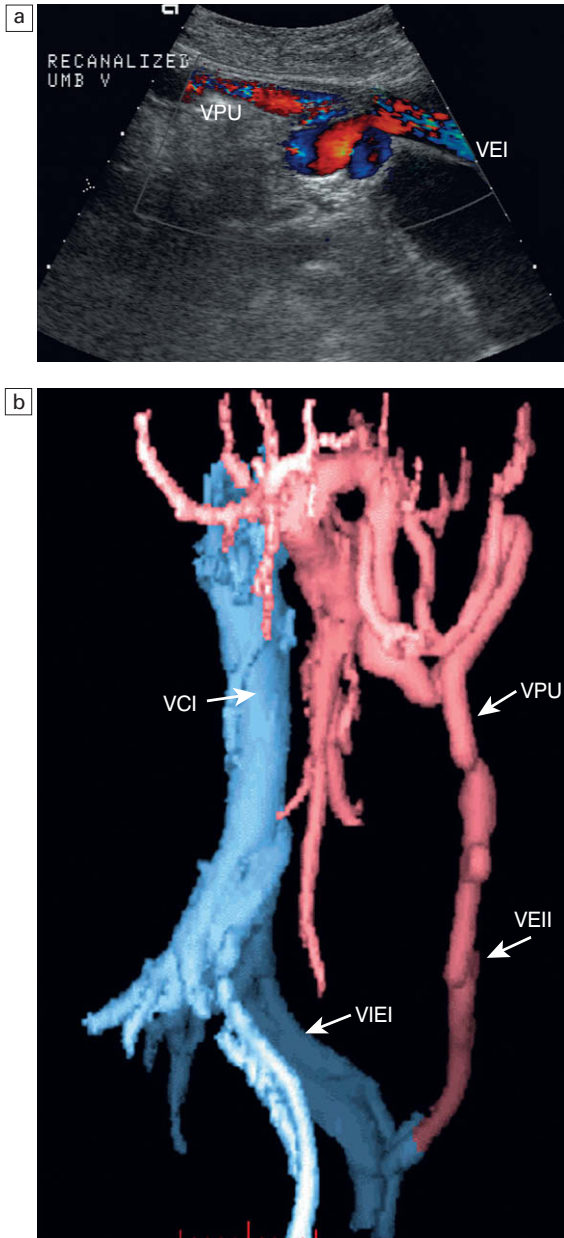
a) Imagen longitudinal de Doppler color obtenida directamente sobre el ombligo. Una vena paraumbilical (VPU) recanalizada lleva la sangre hacia el ombligo. No había cabeza de medusa en este paciente ya que el flujo se continuaba desde la región umbilical a través de una vena epigástrica inferior (VEI). b) Angiograma en 3D por TC de un paciente con hipertensión portal. Obsérvese la gran vena paraumbilical (VPU) recanalizada que se dirige hacia el ombligo. Desde allí el flujo retorna a la circulación sistémica a través de la vena epigástrica inferior izquierda (VEII) hacia la vena iliaca externa izquierda (VIEI) y la vena cava inferior (VCI).
